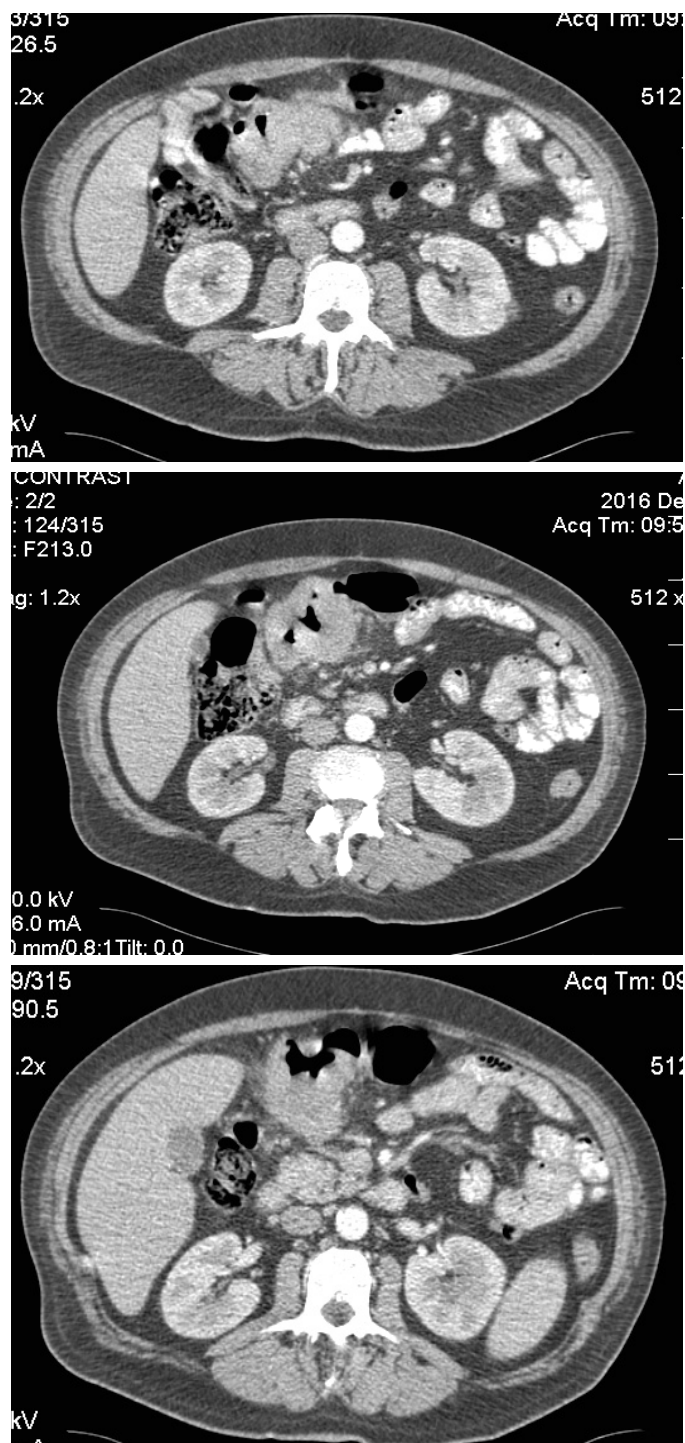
Пациент 3. На серии томограмм определяется неравномерное утолщение стенок поперечно-ободочной кишки до 17-25,5 мм, протяженностью около 11 см, циркулярно суживающее просвет кишки, тесно прилежащее к петлям тонкой кишки. Параколическая клетчатка уплотнена, тяжиста, в ней определяются множественные увеличенные лимфатические узлы размерами 7-10 мм в диаметре. В забрюшинном пространстве определяются увеличенные парааортакавальные лимфатические узлы до 10,5x13 мм².
